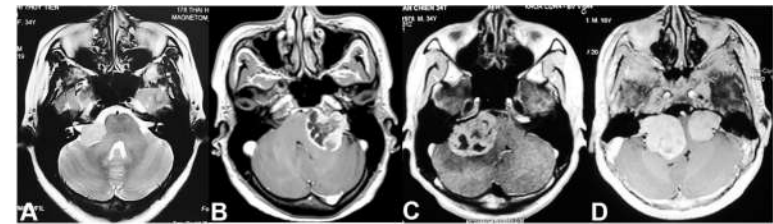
Tumor photos in MRI images.
